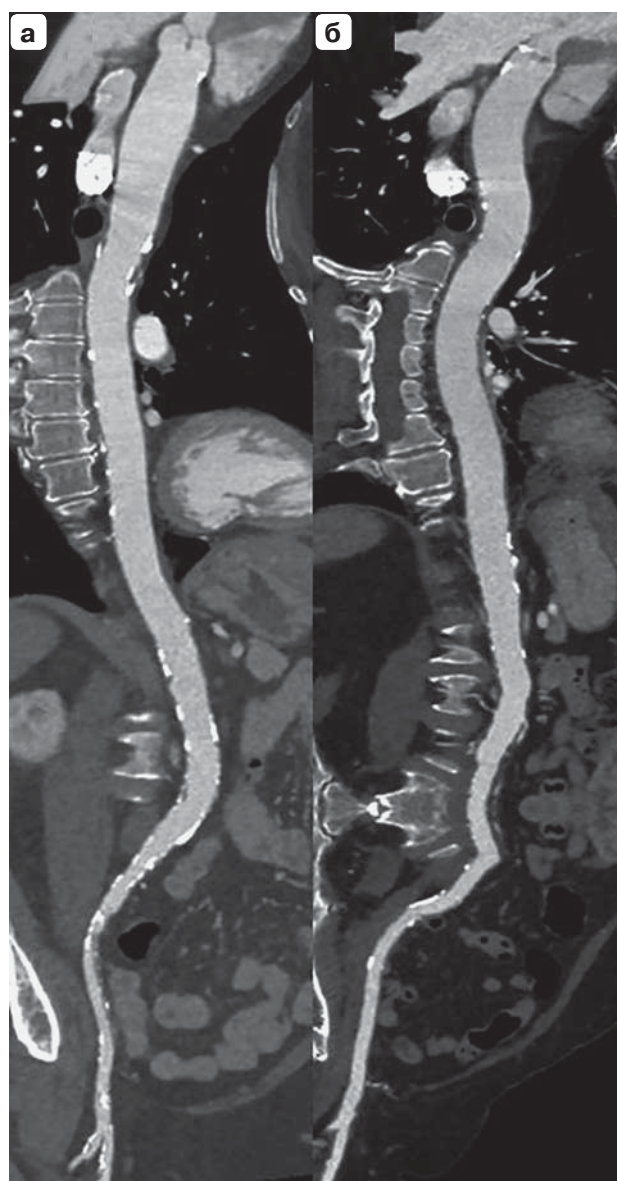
МСКТ-аортография. Сравнение MPR-реконструкций торакоабдоминальной аорты и проксимального подвздошно-бедренного сегмента, полученных с использованием протокола АКВА 2.0. а – напряжение на рентгеновской трубке 80 kV, ИМТ=25,2 кг/м²; б – напряжение на рентгеновской трубке 100 kV, ИМТ=32,9 кг/м².
